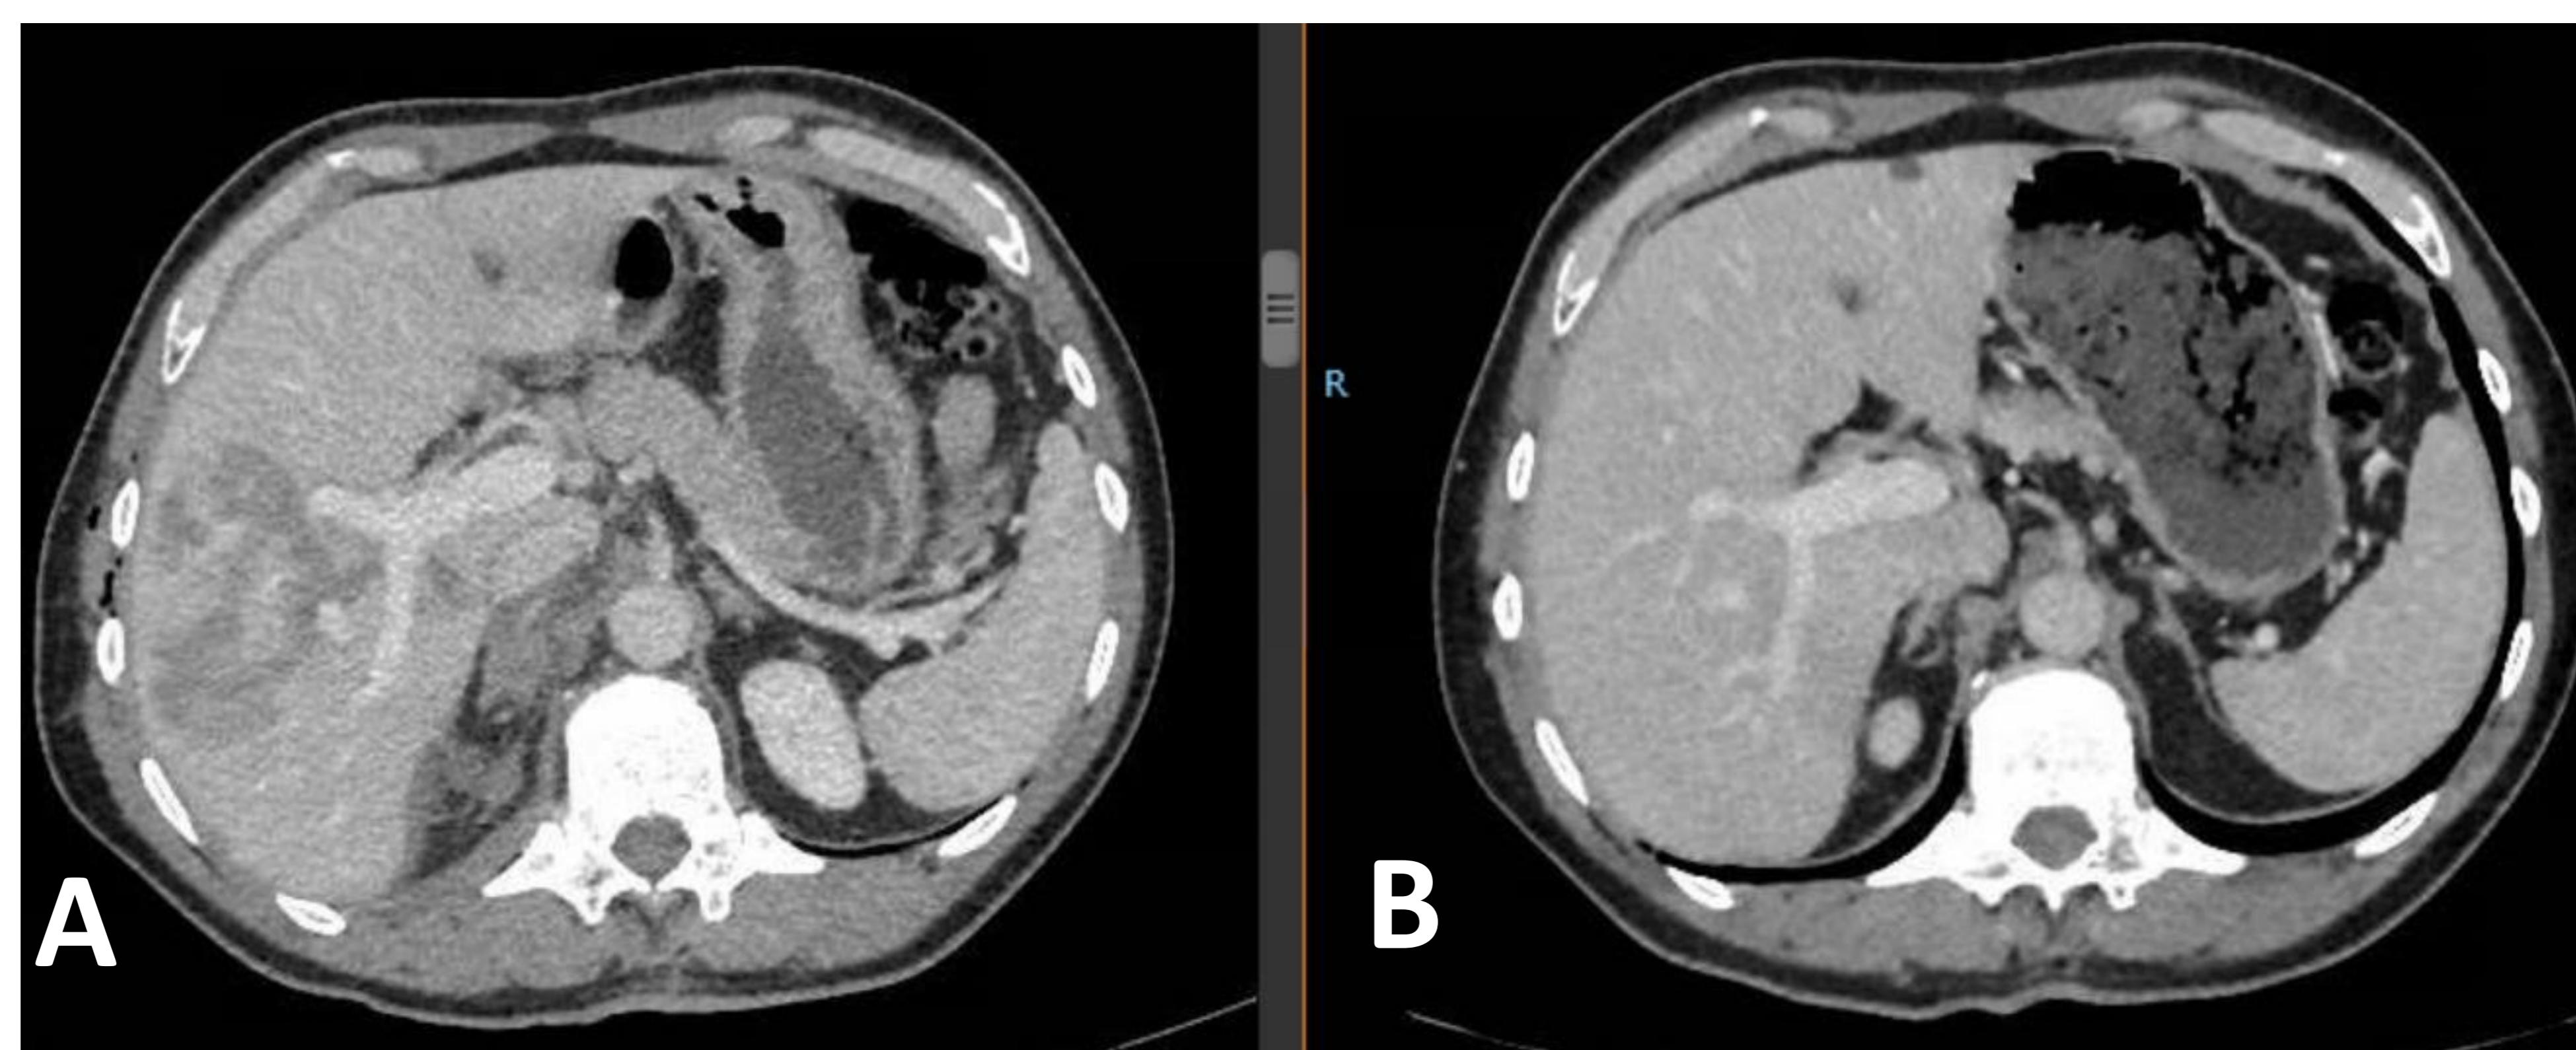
A) TC con contraste iv en paciente politraumatizado, identificando laceración hepática y hematoma suprarrenal derecho. B) TC con contraste iv de control: resolución del hematoma suprarrenal.
